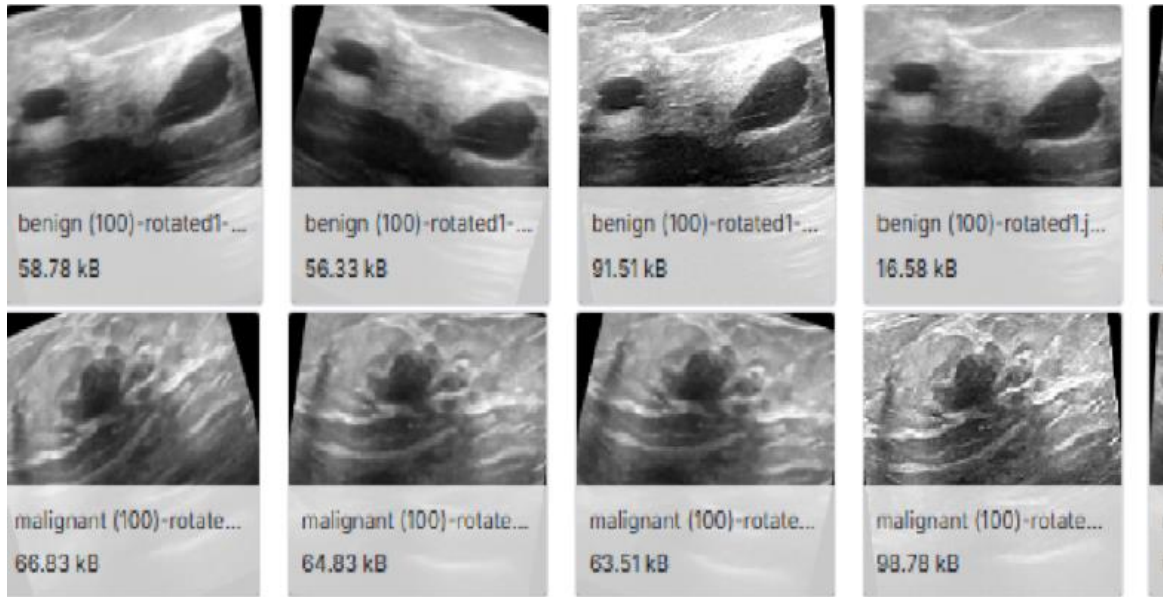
Dataset des images ultrasonores du modèle de classification
